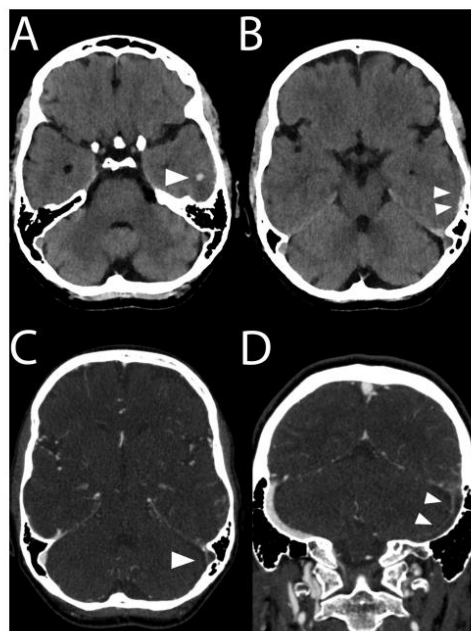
Cerebral imaging of a 42-year-old woman with headache and sudden onset sensory aphasia 53 days after ChAdOx1 nCoV-19 vaccination. (A,B) Cranial CT reveals intracranial hemorrhage of the left temporal lobe. (C,D) Contrast-enhanced CT venogram shows thrombosis of the left transverse and sigmoid sinus (arrowheads).
